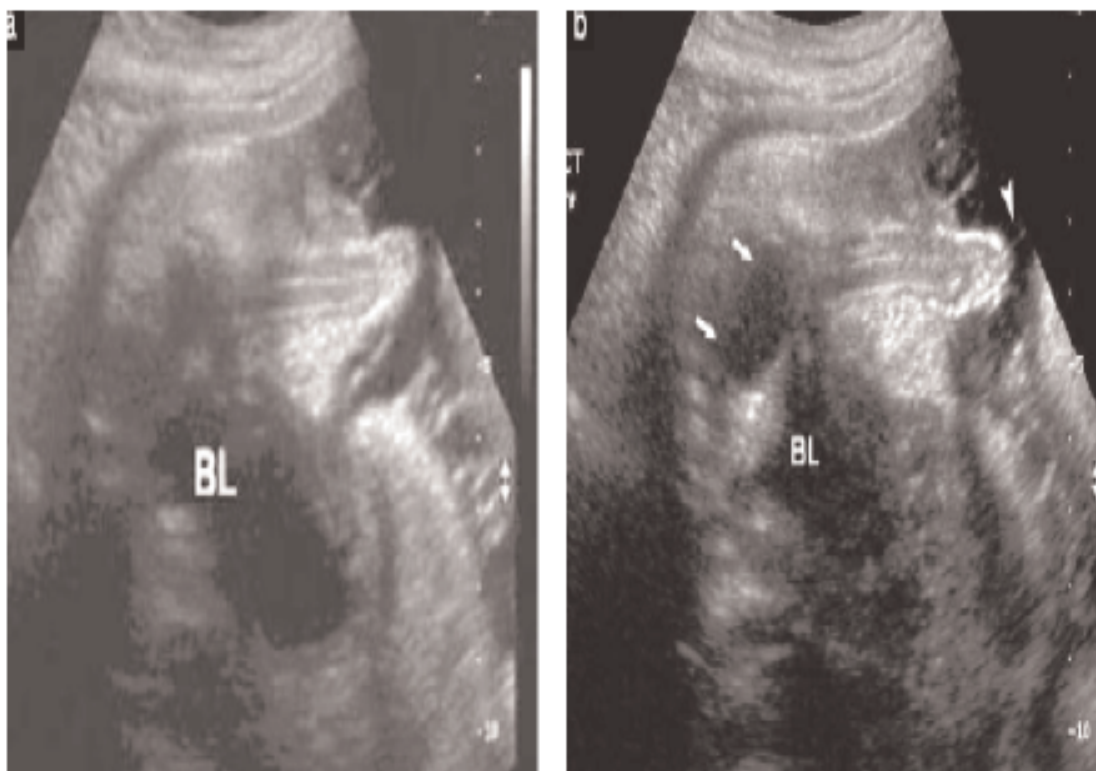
Vessie multi-diverticulaire à l'échographie avec paroi épaissie et dilatation de l'urètre postérieur [27].
